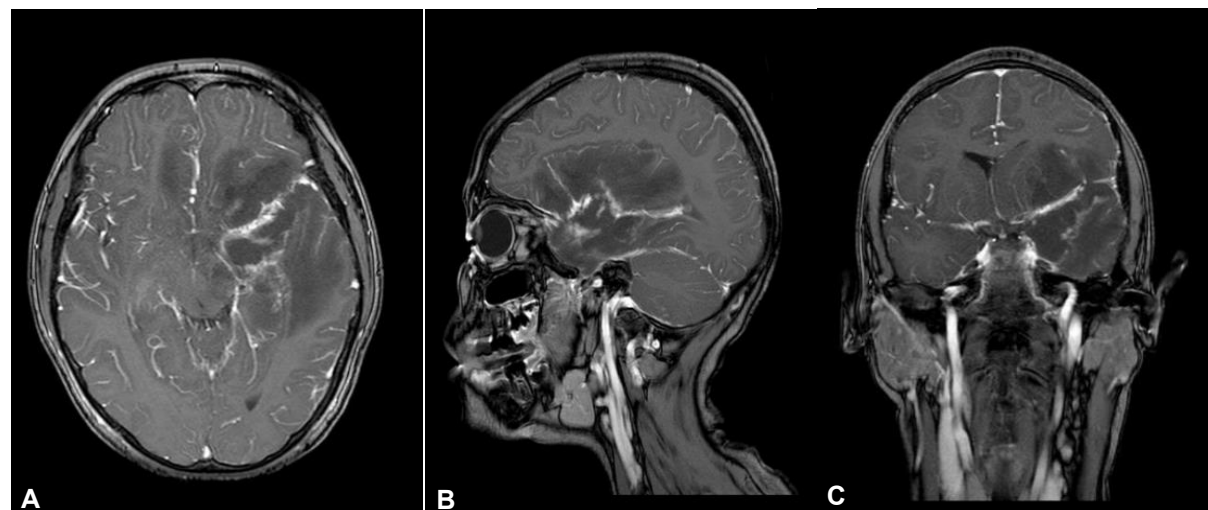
Resonancia magnética nuclear en T1 con contraste de paciente con amebiasis, en cortes axial (A), sagital (B) y coronal (C), que muestra una lesión en región frontotemporal izquierda, que capta contraste en forma irregular con área hipodensa perilesional en relación con edema cerebral severo.
